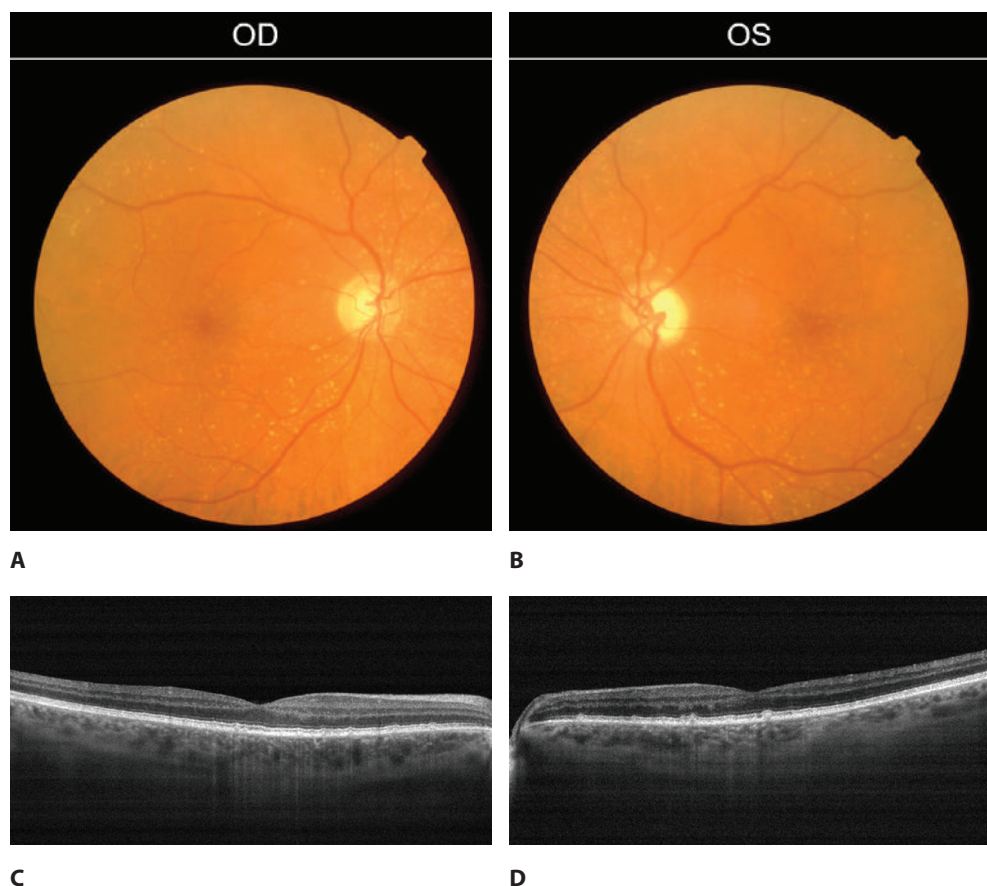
Множественные диссеминированные мелкие друзы на уровне пигментного эпителия сетчатки и мембраны Бруха: А, В – биомикрофотографии глазного дна, полученные при помощи фундус-камеры; С, D – сканы сетчатки, полученные при помощи оптического когерентного томографа (правого и левого глаза соответственно)
